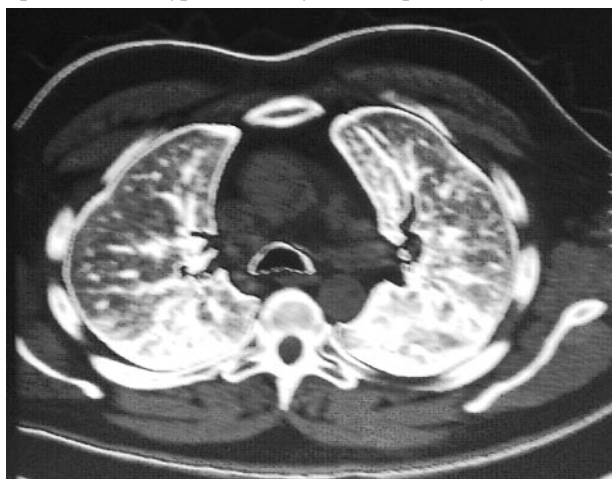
КТ органов грудной полости (после проведения 2 курсов ХТ с лучевой терапией)
